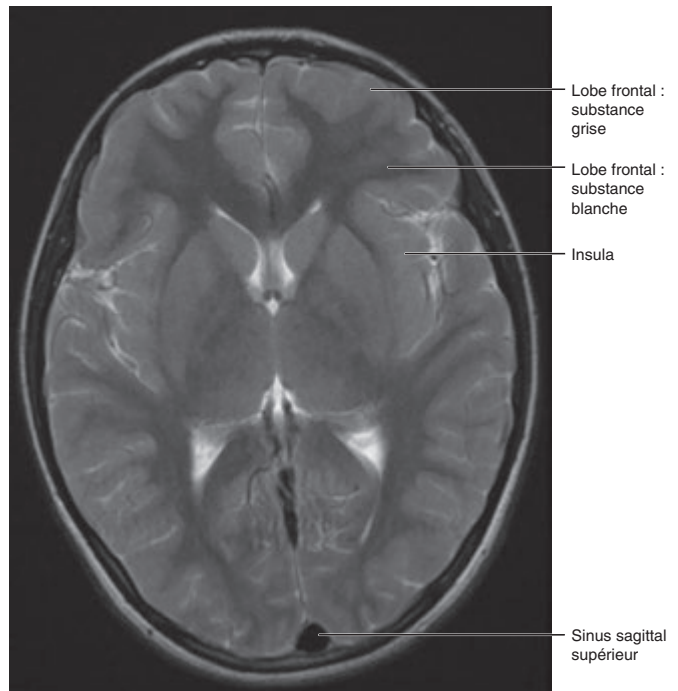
IRM, coupe transversale-médiane du cerveau, pondération T2. A noter l'absence de signal en raison de la vitesse du flux sanguin.
